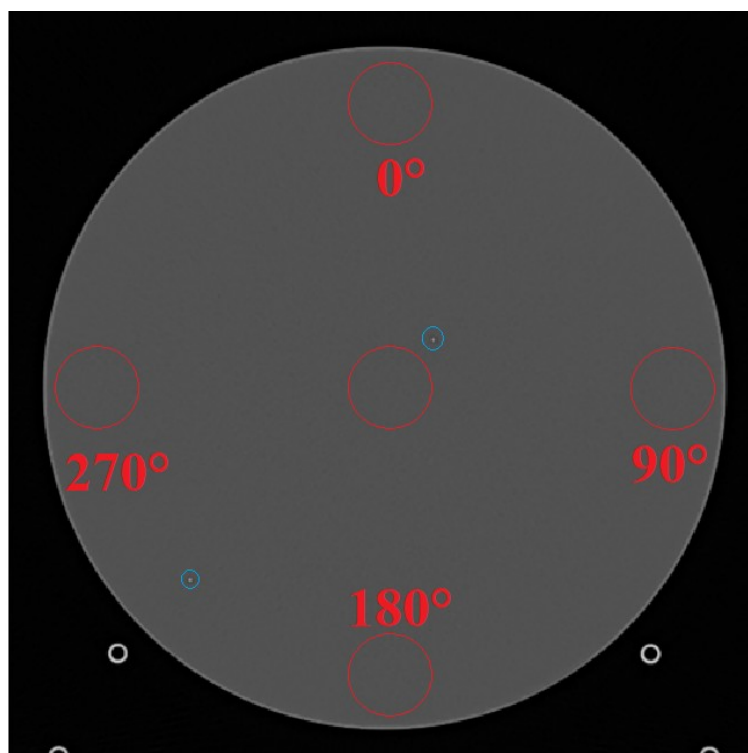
Imagen del módulo 3 del maniquí ACR para la prueba técnica de uniformidad de los números CT. En dicha imagen, se muestran cinco círculos rojos, los cuales representan las ROI elegidas de acuerdo con los lineamientos técnicos del protocolo de ACR (Dillon et al., 2017). Además, los círculos celestes indican dos marcas metálicas separadas entre sí por una distancia de 10 cm.
